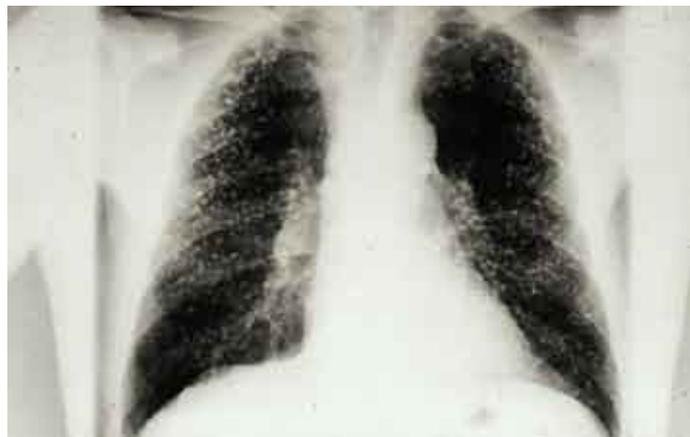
Radiografía PA de tórax de un paciente con silicosis clásica.
